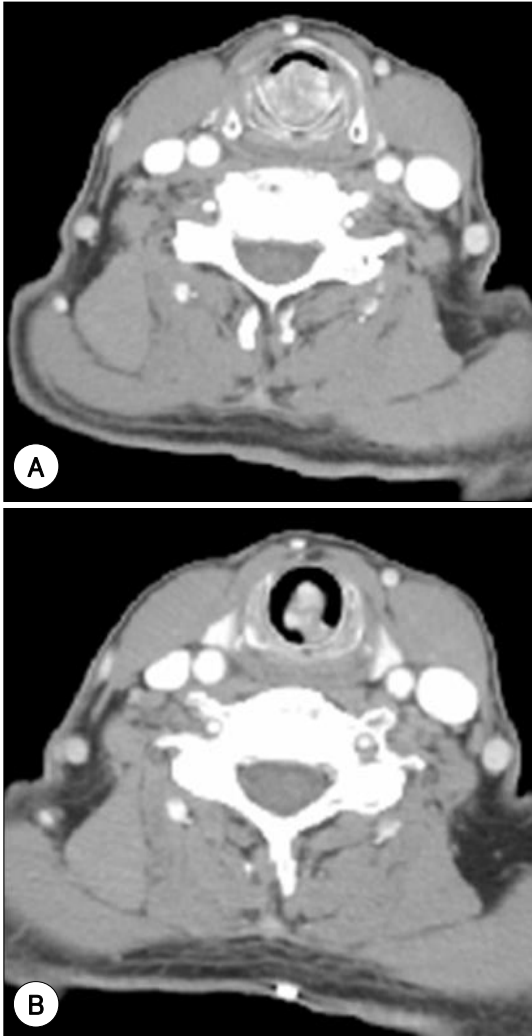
A : Axial neck CT scan shows 1.5×1.5cm sized round mass which occupies more than 90% of the airway. B : Axial neck CT scan shows the stalk of the mass is attached to the posterolateral surface of subglottic airway.
